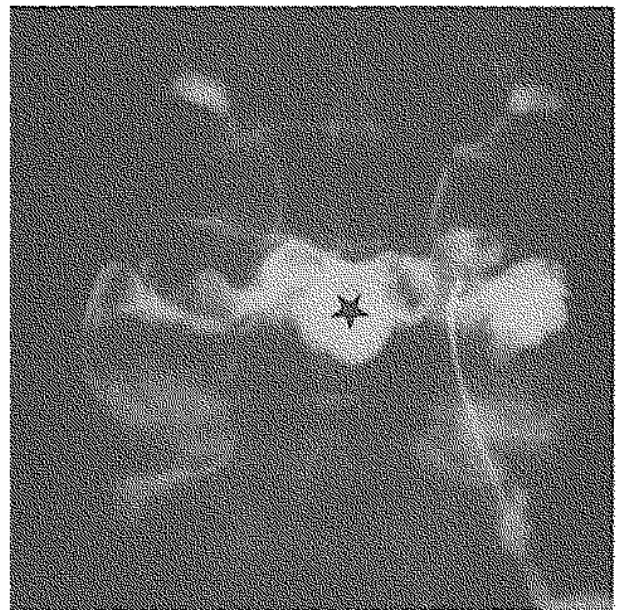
Cliché radiographique postéro-antérieur après arthrographie inter-apophysaire L5-S1 gauche (chez un autre patient, porteur d'une spondylylose bilatérale). Il montre l'opacification des articulations I4-L5 et L5-S1 des deux côtés, et réalisant une image typique en « papillon », avec une formation diverticulaire classique mais rare, située sur la ligne médiane (étoile). Image emprunté au Dr Bodart avec autorisation.
